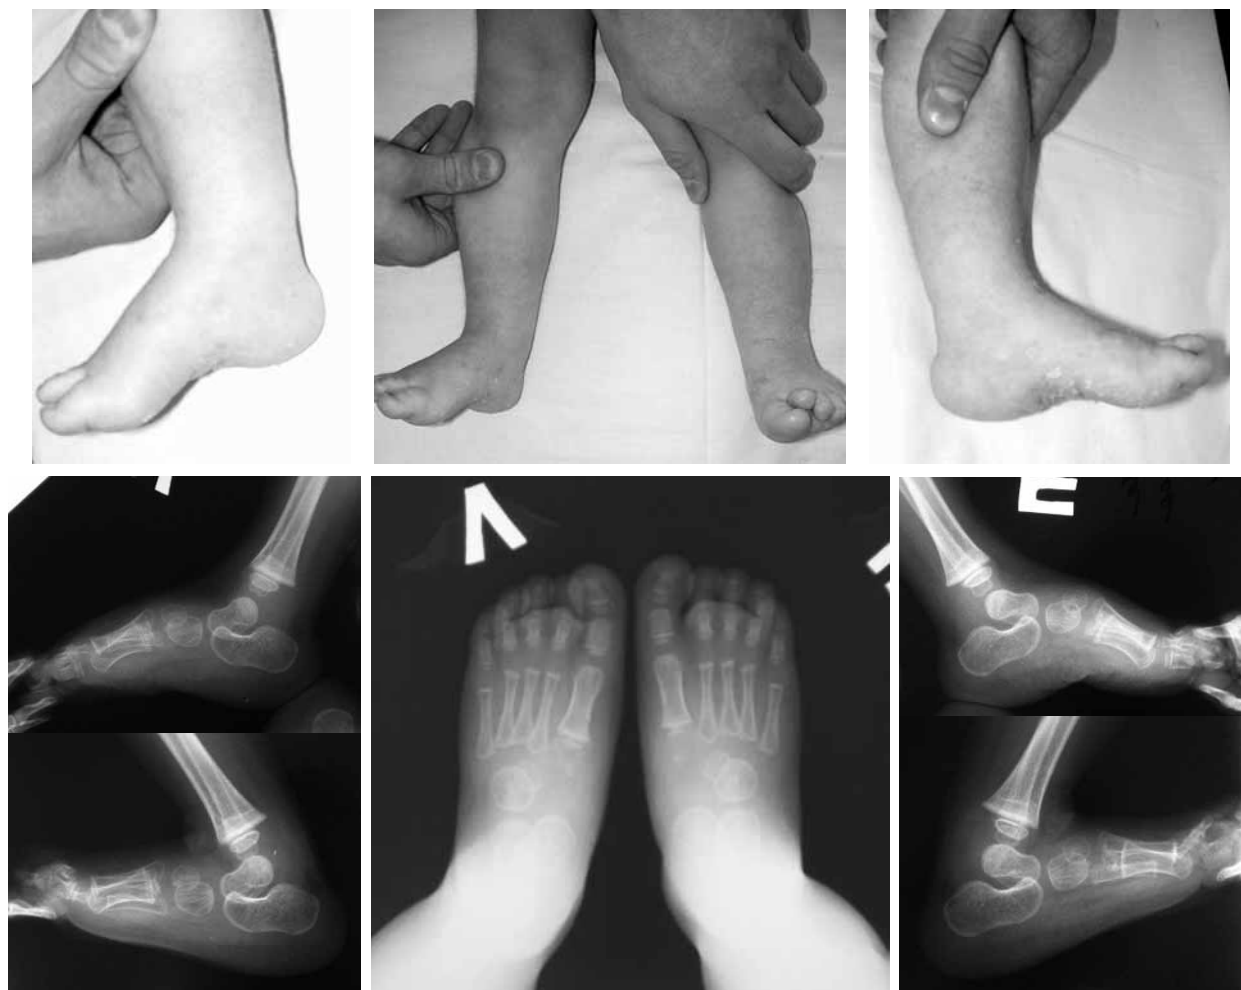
Внешний вид стоп после лечения и рентгенограммы стоп в прямой и боковой проекциях с максимальной подошвенной и тыльной флексией: исправленное взаимоотношение костей заднего и среднего отделов стоп с двух сторон
